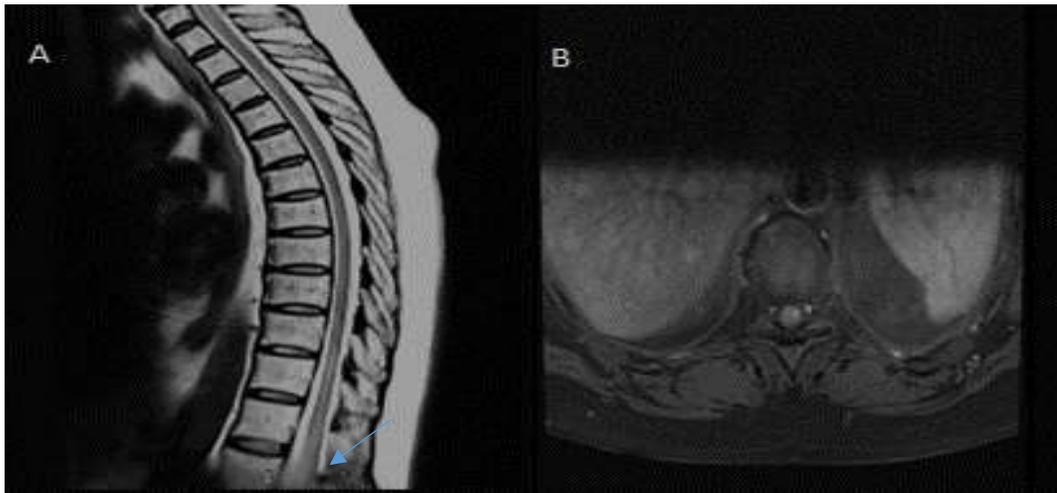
IRM médullaire coupe sagittale T2 (A), axiale T1 injectée (B) : un hyper signal médullaire en T2, avec une petite prise de contraste intra médullaire, cordonale latérale gauche siégeant en regard de D10-D11 mesurant 5 mm en longueur.
